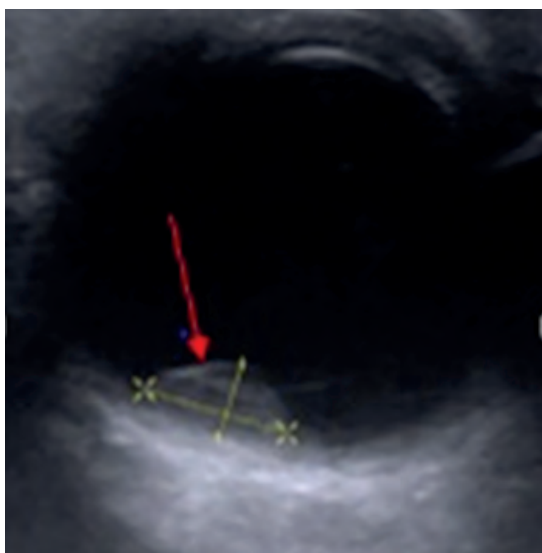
Девочка, 2 года 4 месяца. УЗИ глаза: РБ, опухоль неоднородной эхогенности без кальцинации (указана стрелкой)
